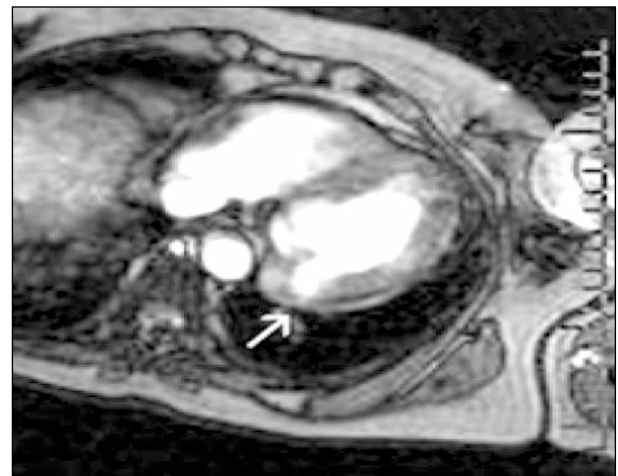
Ressonância nuclear magnética miocárdica evidenciando divertículo ventricular esquerdo pósterobasal (seta).
